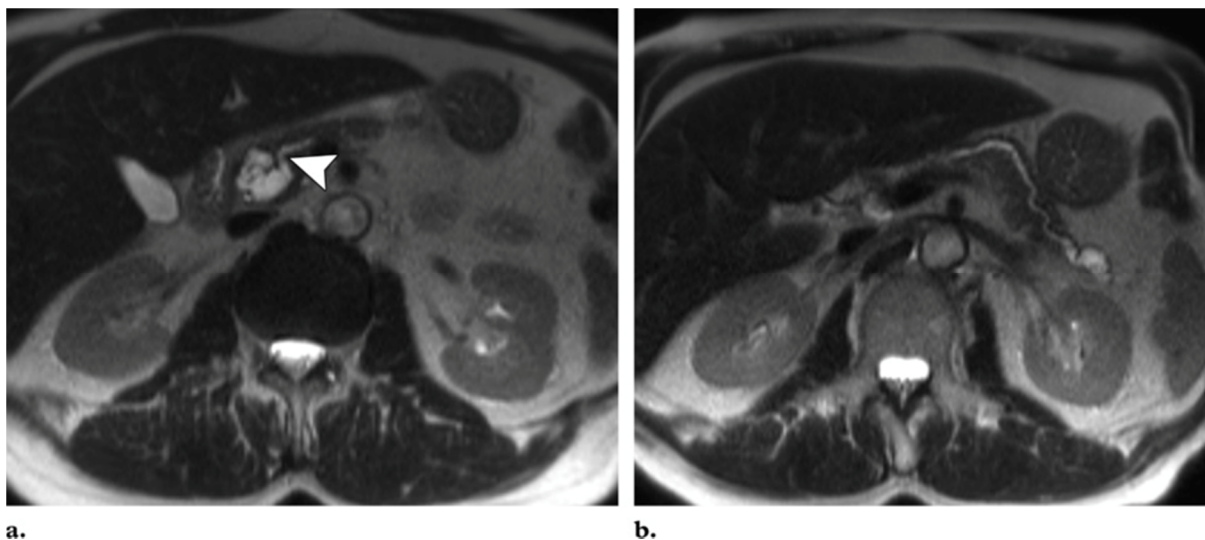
IMAGES D'IRM EN COUPES AXIALES (A PLUS BASSE QUE B), MONTRANT UNE TIPMP COMMUNIQUANT AVEC LE CANAL DE WIRSUNG QUI EST DILATE [60]
